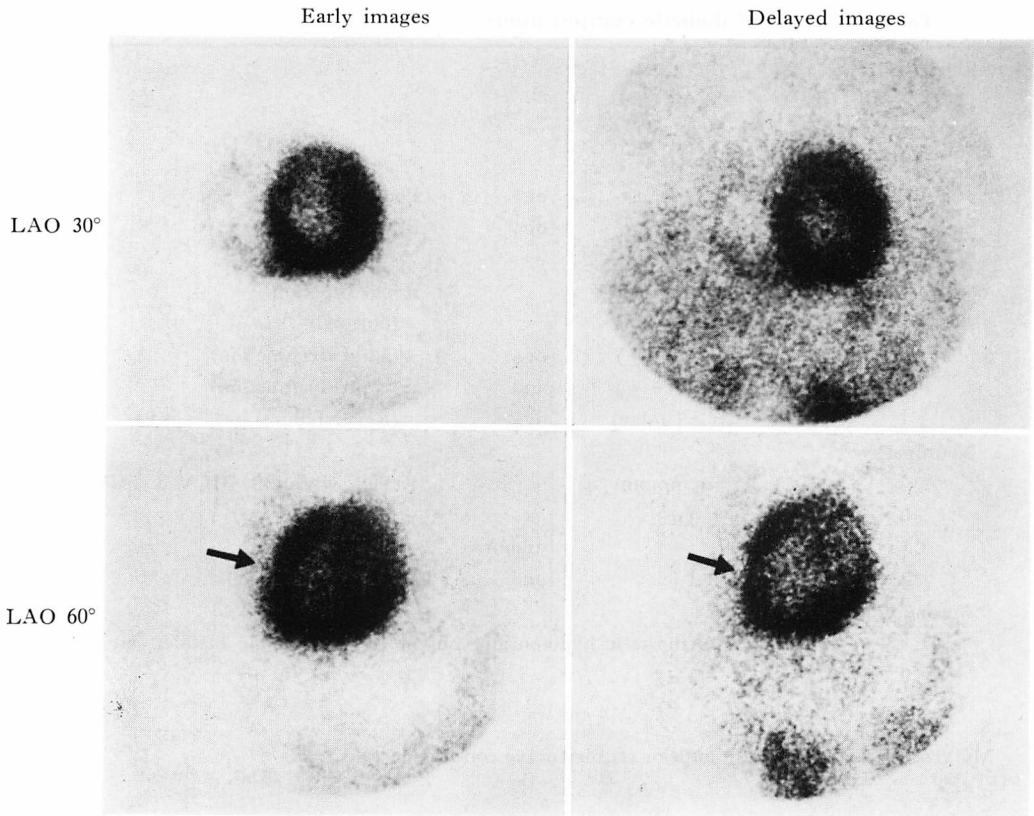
Tl-201 exercise scintigrams of a patient with perfusion defects.
